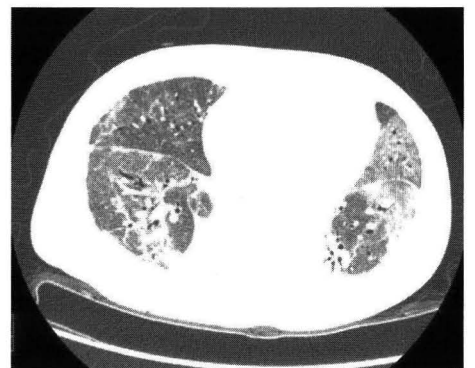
PEEP15cmH<sub>2</sub>O時の呼気CT画像(下肺野水平断)
